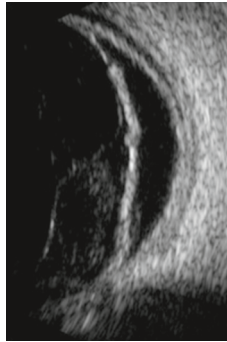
Aspect échographique d'un décollement choroïdien qui apparaît épais sous le décollement de rétine qui reste ondulé : le décollement choroïdien reste à distance de la papille alors que le décollement de rétine atteint la papille.
